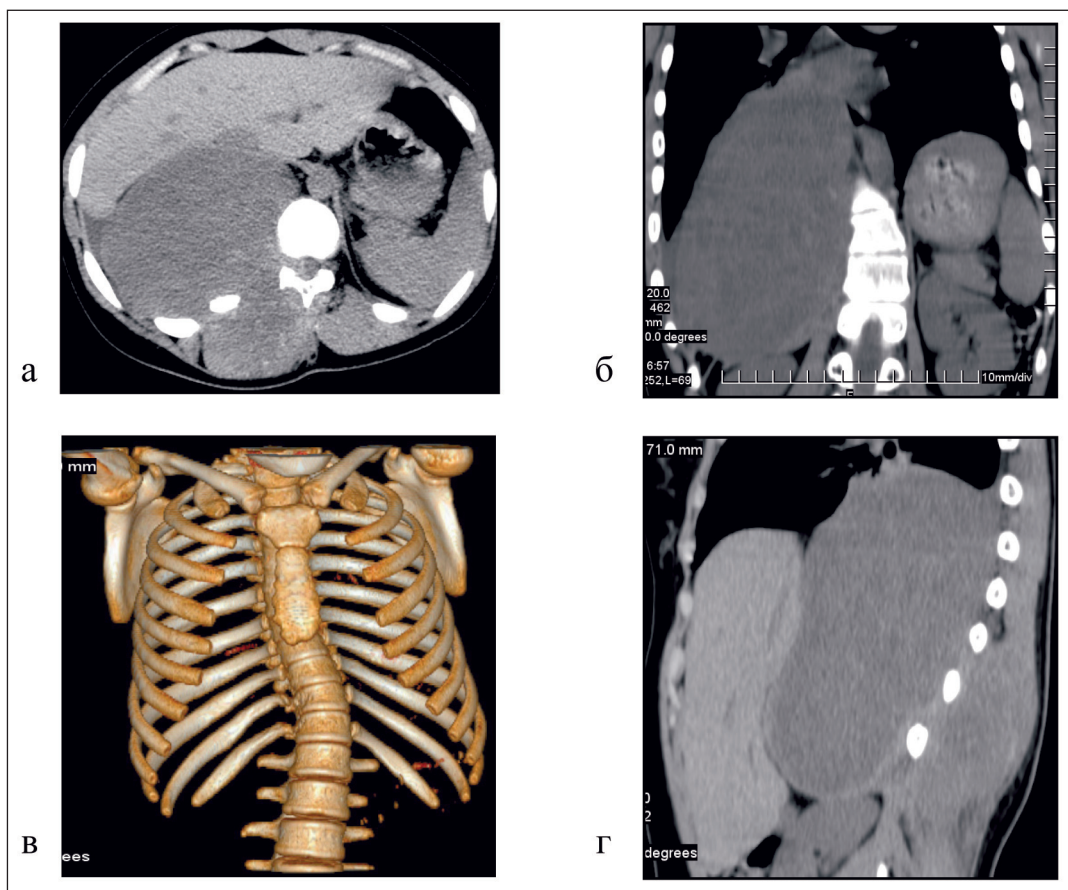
Компьютерная томография органов грудной клетки (поперечные, фронтальные и сагитальные срезы): а – опухоль размерами 135×134×167 мм, плотностью +28+35 ед.Х., расположена в задне-нижнем средостении, с инфильтрацией в мягкие ткани грудной клетки; б – пораженный нижний отдел правого гемиторакса, со сдавлением печени и легочной ткани; в – краевая деструкция 11, 12 ребер справа; г – образование в паравертебральной области, отодвигает диафрагму и печень кпереди, с инфильтрацией в мягкие ткани спины, 11 и 12 ребра и VTh 11, VTh 12 справа, прилежит к верхнему полюсу правой почки
